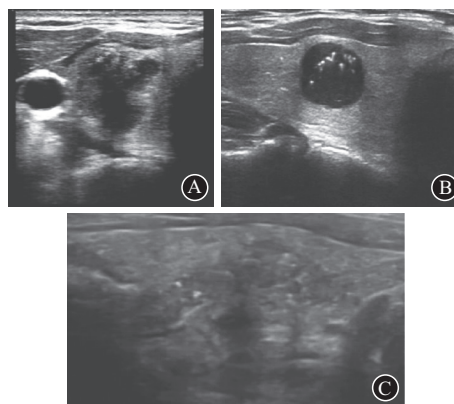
甲状腺结节超声声像图TI-RAD分类:A为极低回声,形态不规则,边界不清晰,纵横比大于1,点状钙化,提示5类;B为形态规则,边界清晰,低回声,胶质样晶体,纵横比小于1,超声提示4A,其内出现的胶质样晶体为点状强回声伴彗星尾征;C为边界模糊不清,内见砂砾样钙化
